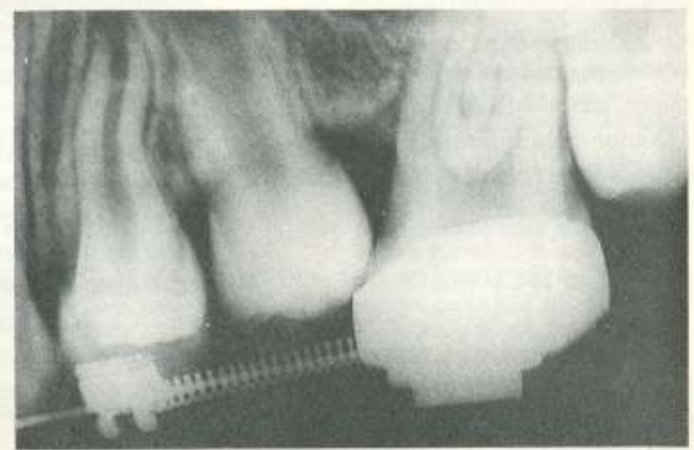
Radiografia periapical final, ilustrando o movimento fisiológico do segundo pré-molar.
